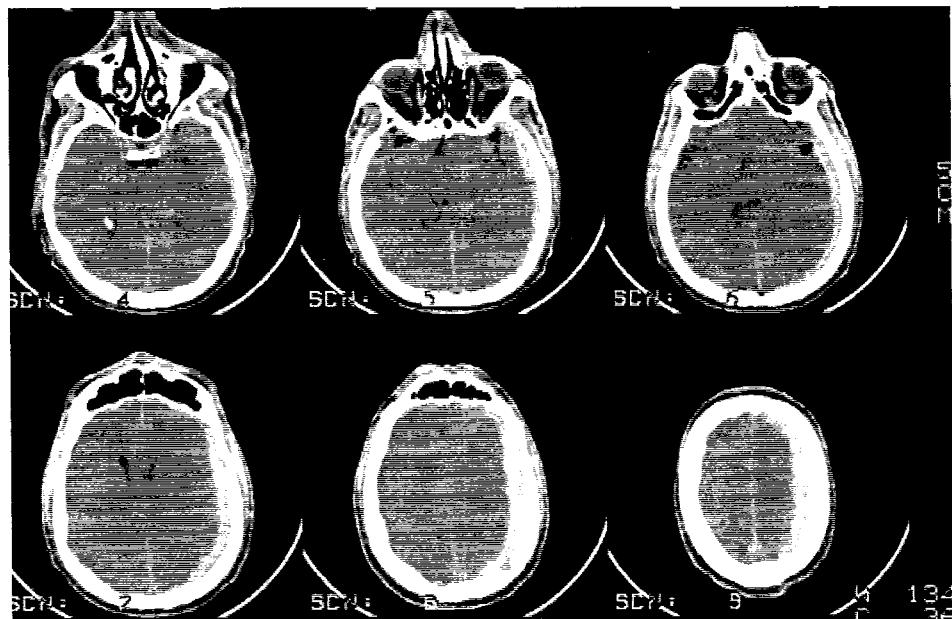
1. 2. Aspect CT de hematom subdural acut de emisfer stâng.
